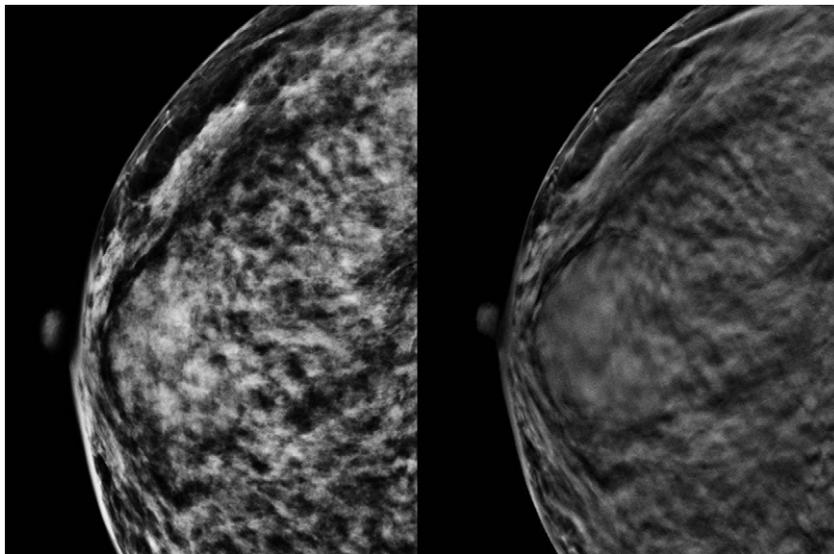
Mujer de 45 años. Se realiza mamografía ya que nota un bulto en la mama derecha, tiene un antecedente familiar de primer grado con neoplasia de mama. En la foto de la derecha visualizamos una mamografía 2D, convencional, en proyección oblicua mediolateral, en la se objetiva una mama con gran componente fibroglandular, categoría BIRADS IV, con un aumento de densidad retroareolar, que no podemos valorar porque no definimos correctamente los bordes. En la foto de la izquierda visualizamos claramente cómo la lesión anteriormente descrita se corresponde en la tomosíntesis con una masa de bordes bien definidos, sugestiva de benignidad, confirmándose en ecografía como quiste simple.
